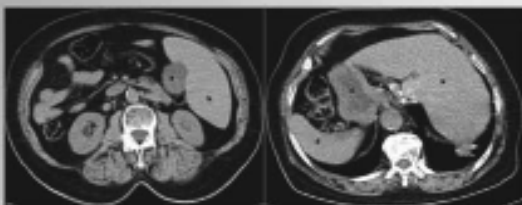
Abdominal CT in SIT: (a) Gallbladder, (b) Liver, (c) Stomach, (d) Spleen.
